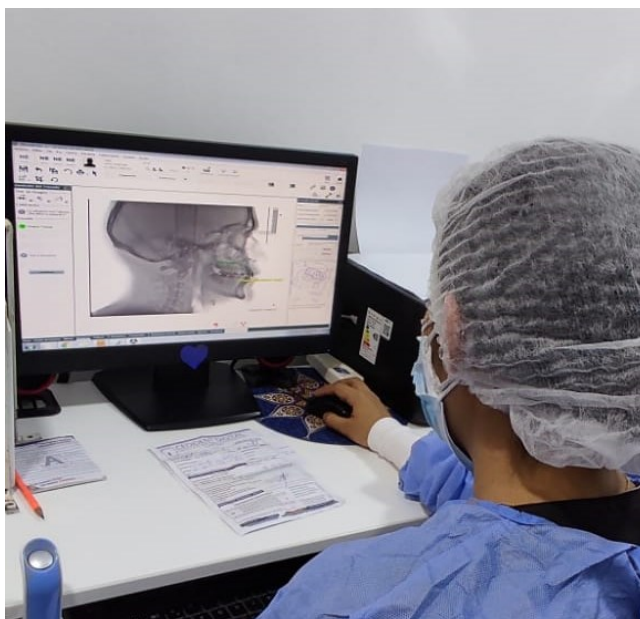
puntos y trazados cefalometricos sobre la radiografia lateral de cráneo que es realizado mediante el programa Nemoceph Studio 2021.
